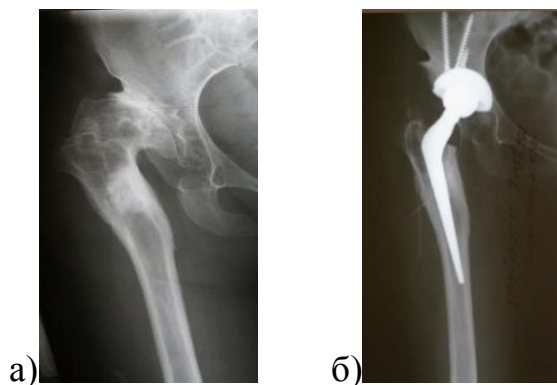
Рентгенограммы больной Ш., 48 лет: а – до операции;
